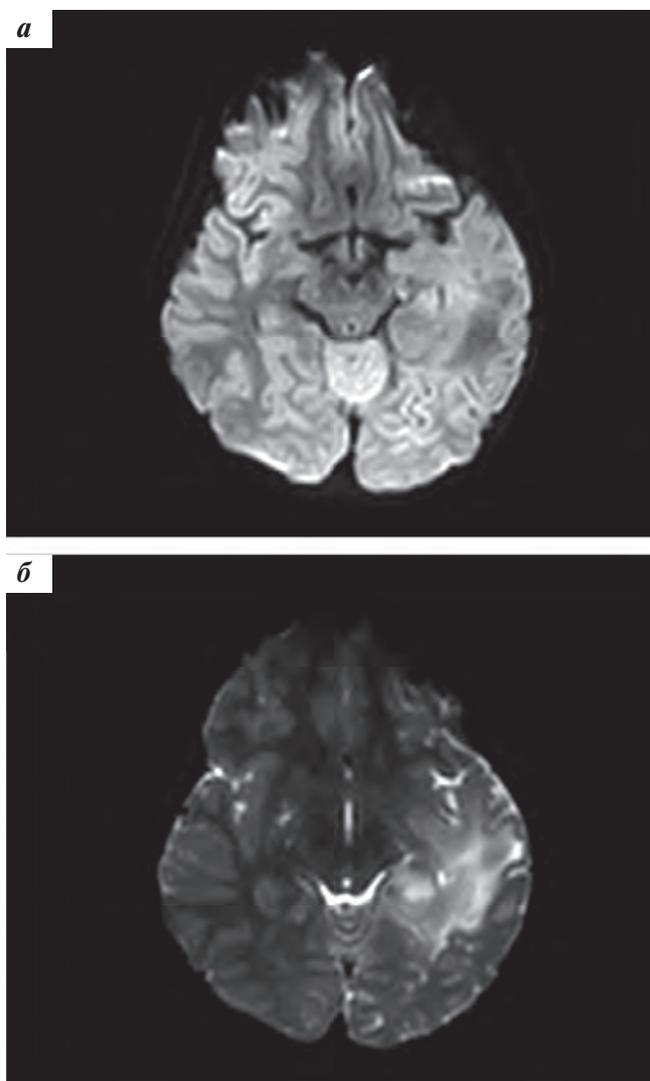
МРТ головного мозга в режимах DWI (а) и ADC (б) – визуализируется контур опухоли в режиме ADC
